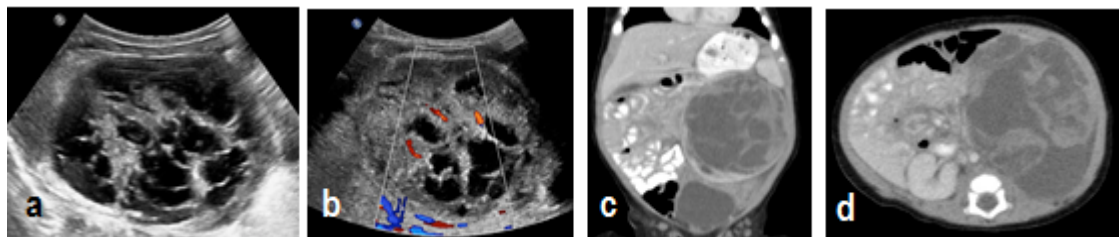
Paciente masculino de 47 días de vida, remitido al HOMI por masa renal. Ecografía modo B demuestra masa heterogénea y multiquística del riñón izquierdo (a) con septos finos que presentan flujo a la valoración doppler (b). En plano coronal de tomografía contrastada (c) se define borde de parénquima renal respetado en el aspecto inferior generando signo de la "media luna". En el plano axial (d) se puede observar que el componente principal de la masa es el quístico. El resultado de histopatología fue el de nefroma mesoblástico congénito variedad celular.
